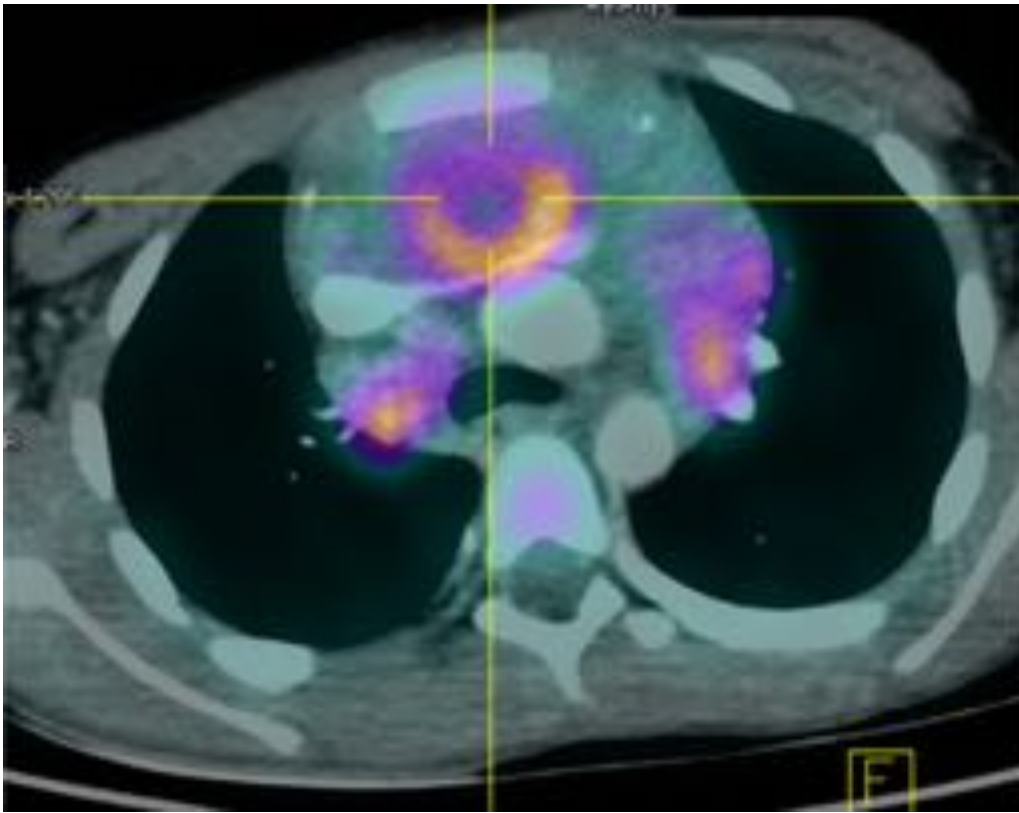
Caso clínico 1. PET/TC corte axial, donde se aprecian focos hipercaptantes mediastínicos e hiliares en relación con adenopatías, sugestivas de malignidad.
